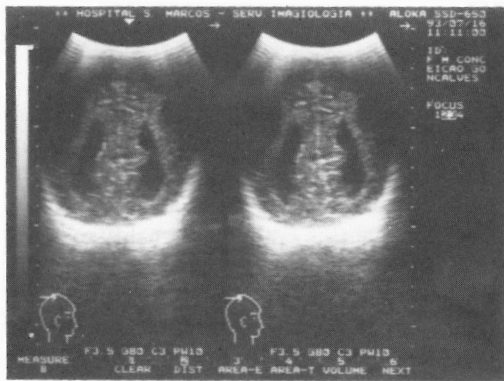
Ecografia transfontanelar nos planos sagital e coronal, mostra alargamento dos cornos posteriores dos ventrículos laterais (colpocefalia).
